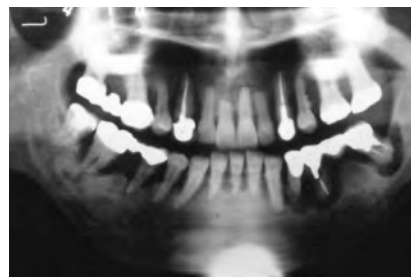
初診時のX線写真. すべての歯牙に中等度以上の歯槽骨吸収が認められる。
